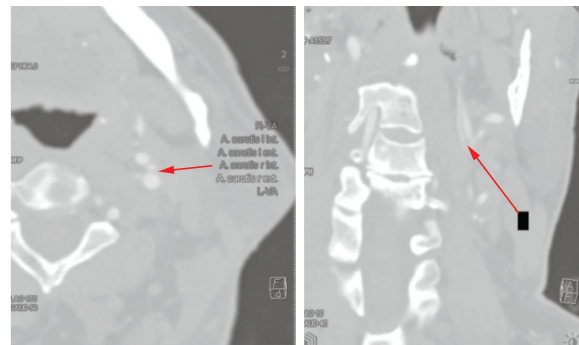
CT 动脉造影处理获取的图像 左、右分别为轴位、矢状位图像显示动脉夹层内膜片(红色箭头)。
